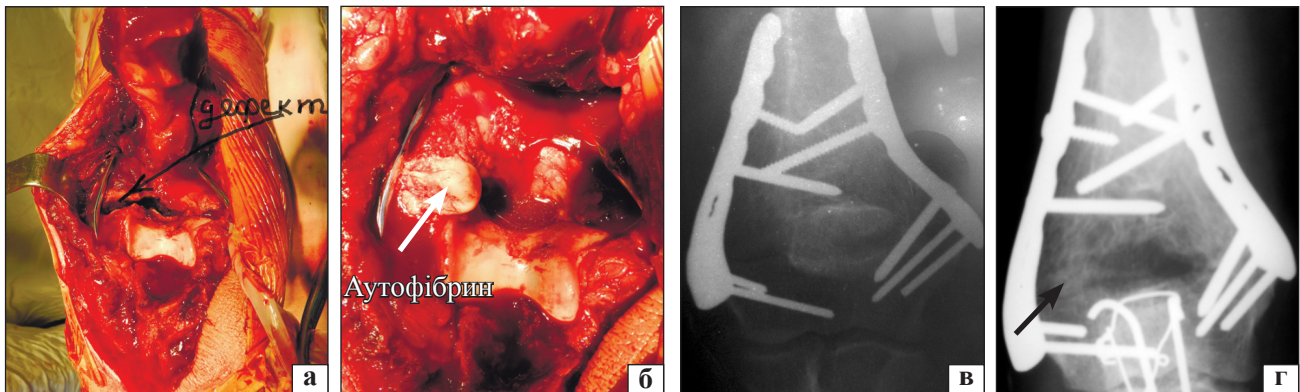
Пацієнт Н., 42 роки. Операційна рана з візуалізацією дефекту (а); розташування фібринового згустку в міжфрагментарному дефекті (б); рентгенограми відразу (в) та через 2 міс. після операції (г)
